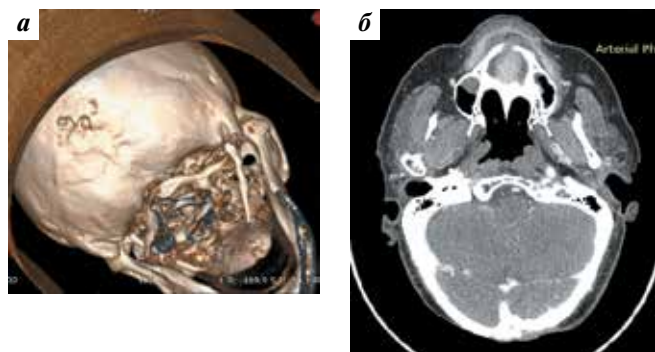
Компьютерная томография головы пациентки Б. до начала лечения висмодегибом: а — трехмерная реконструкция; б — горизонтальная проекция
